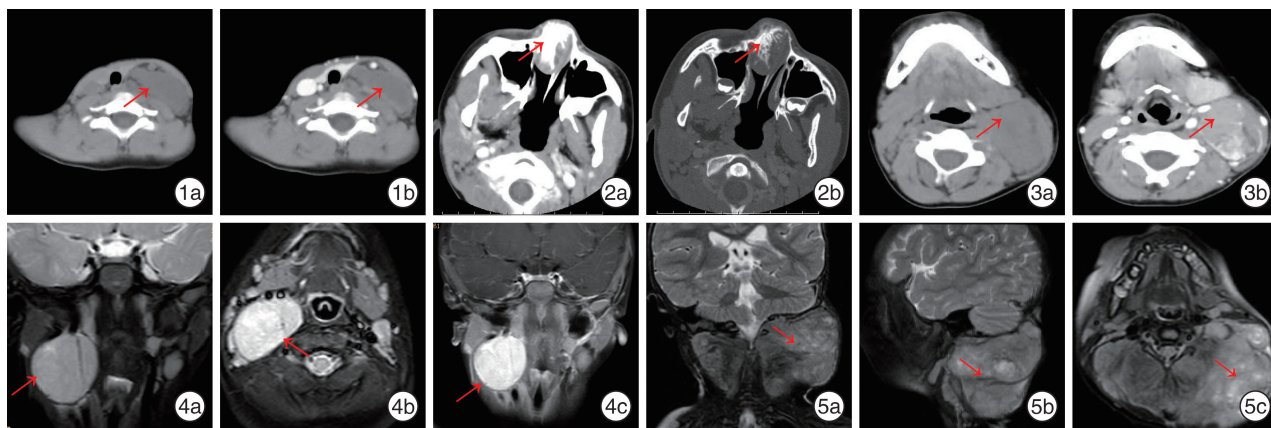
神经母细胞瘤 CT 影像 1a:左侧颈部胸锁乳突肌内侧可见混杂密度包块,其内可见脂肪密度区,左侧胸锁乳突肌受压变薄;1b:包块 CT 增强扫描呈轻、中度不均匀强化,其内脂肪密度区域未见强化征象; 图 2 PNET 肿瘤 CT 影像 2a:增强扫描呈中度不均匀强化;2b:双侧鼻骨、筛板、上颌骨额突(周围骨质)可见明显骨质破坏及反应性骨质增生,呈放射状改变; 图 3 转移性腺癌 CT 影像 3a:左侧胸锁乳突肌内侧 2.9 cm×4.7 cm 软组织包块,密度欠均,中心呈稍低密度;3b:增强扫描后病灶呈明显不均匀强化,边缘可见迂曲小血管影,左侧颌下腺增大,强化明显,边界尚清楚; 图 4 神经母细胞瘤 MRI 影像 4a:右侧咽旁间隙肿块,T<sub>2</sub>WI 高、稍高信号,边界清楚;4b、4c:增强扫描后明显强化,强化欠均; 图 5 颈部横纹肌肉瘤 MRI 影像 5a、5b:双侧颈部占位性病变,T<sub>2</sub>WI 高、稍高信号,信号不均;5c:T<sub>1</sub> 压脂增强扫描呈明显不均匀强化。
